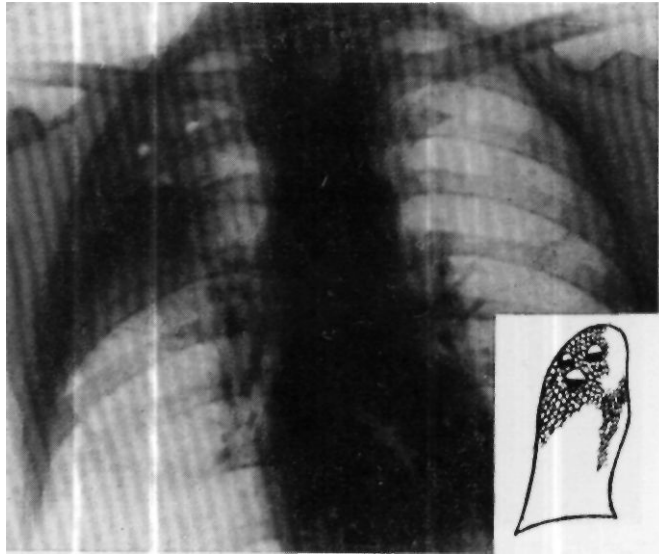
<>. Рентгенограмма больного X-ва. Справа, соответственно верхней доле правого легкого, определяется затемнение средней интенсивности с множеством полостей распада, с горизонтальными уровнями жидкости.
